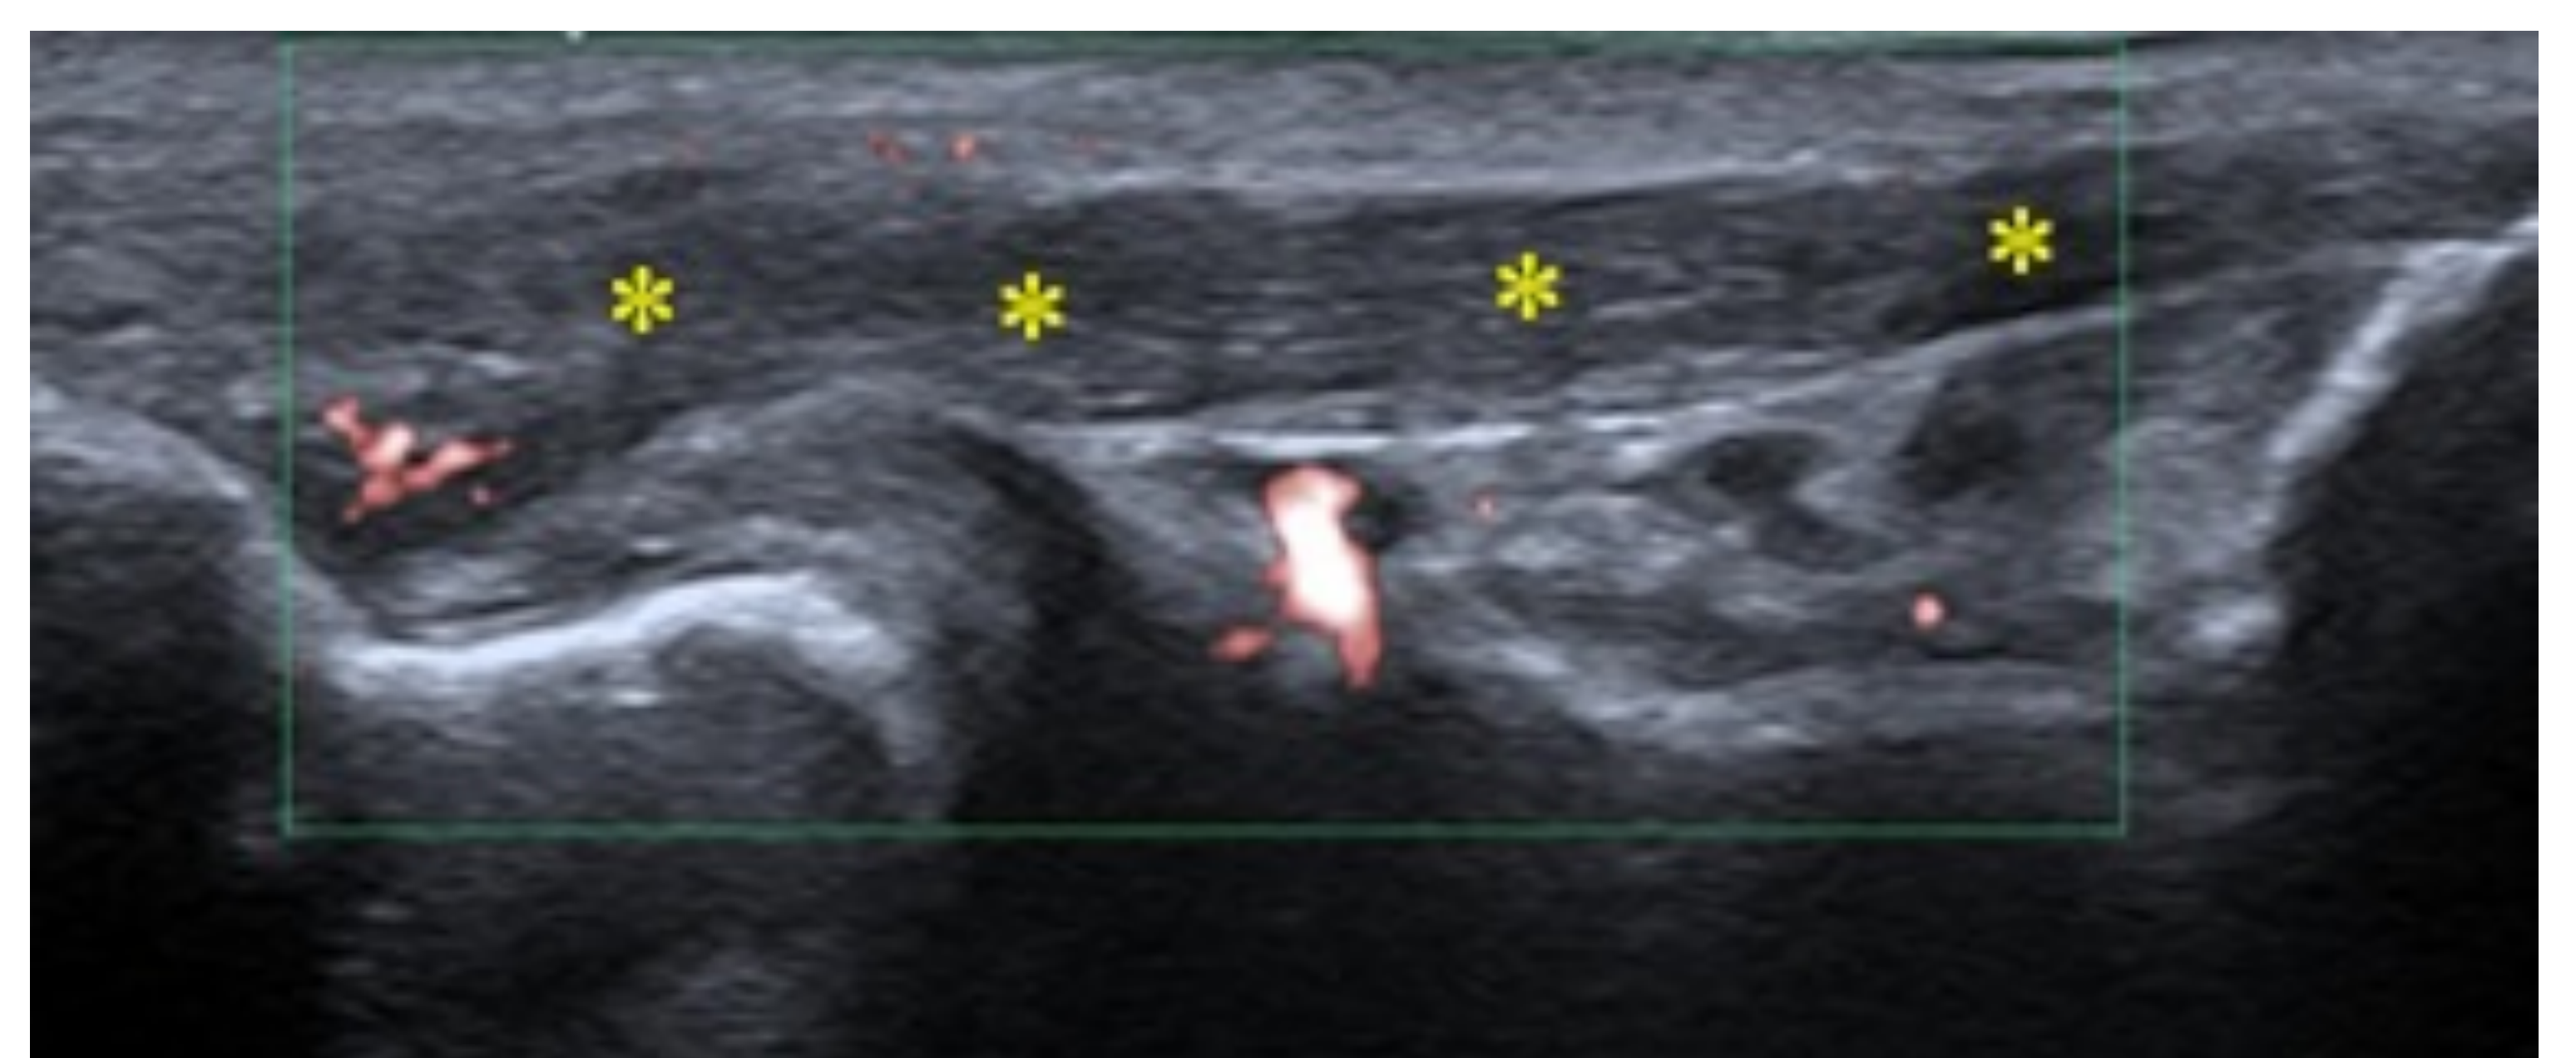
Esguince del LCL que se encuentra engrosado (*) con aumento de señal Doppler.
